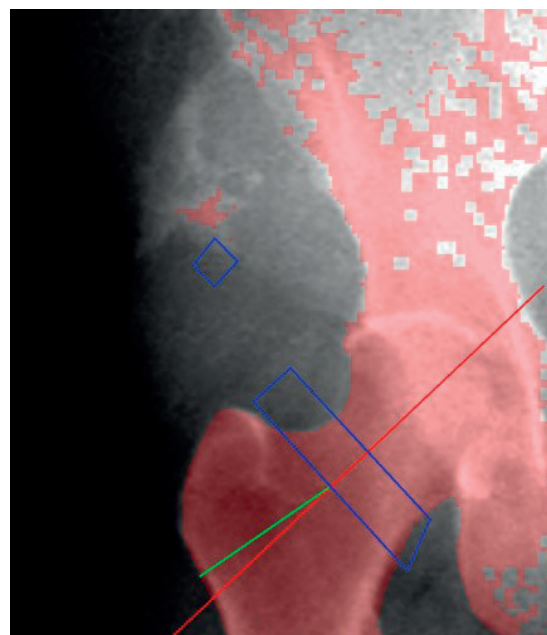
Рентгеновская остеоденситометрия правого бедра
